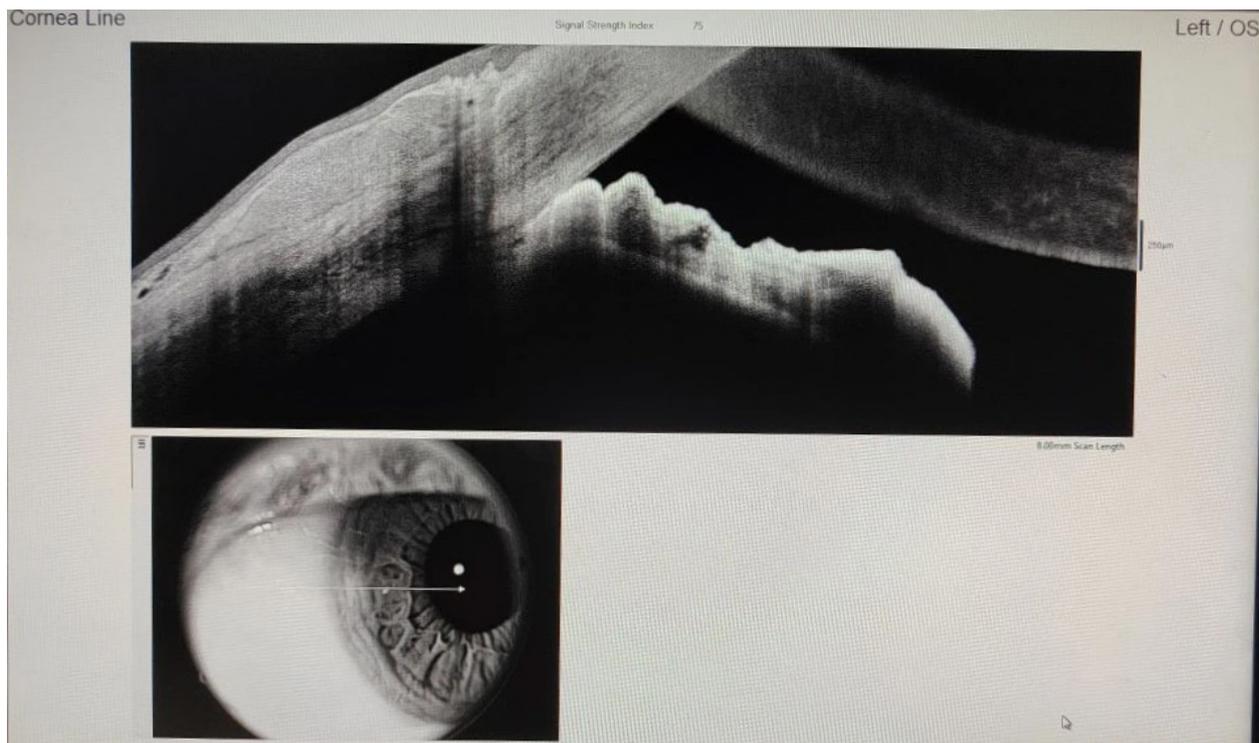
Оптическая когерентная томография переднего отрезка левого глаза в режиме Cornea Line. Закрытый угол передней камеры глаза
